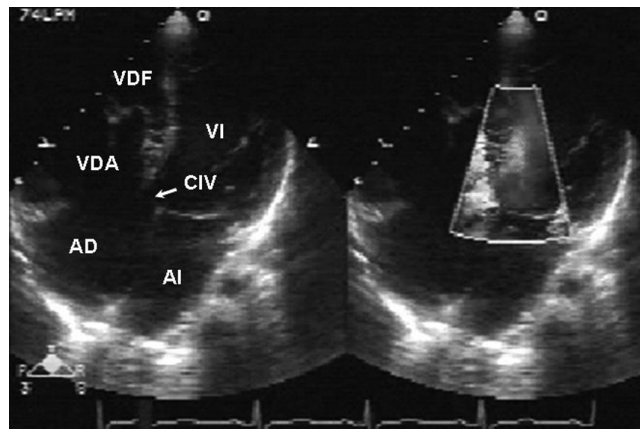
Ecocardiograma en vista apical de cuatro cámaras. Se observa un adosamiento de la valva septal de la tricúspide y comunicación interventricular; con el Doppler color se evidencia el paso de flujo a través de la comunicación interventricular. AD: aurícula derecha; AI: aurícula izquierda; CIV: comunicación interventricular; VI: ventrículo derecho.
